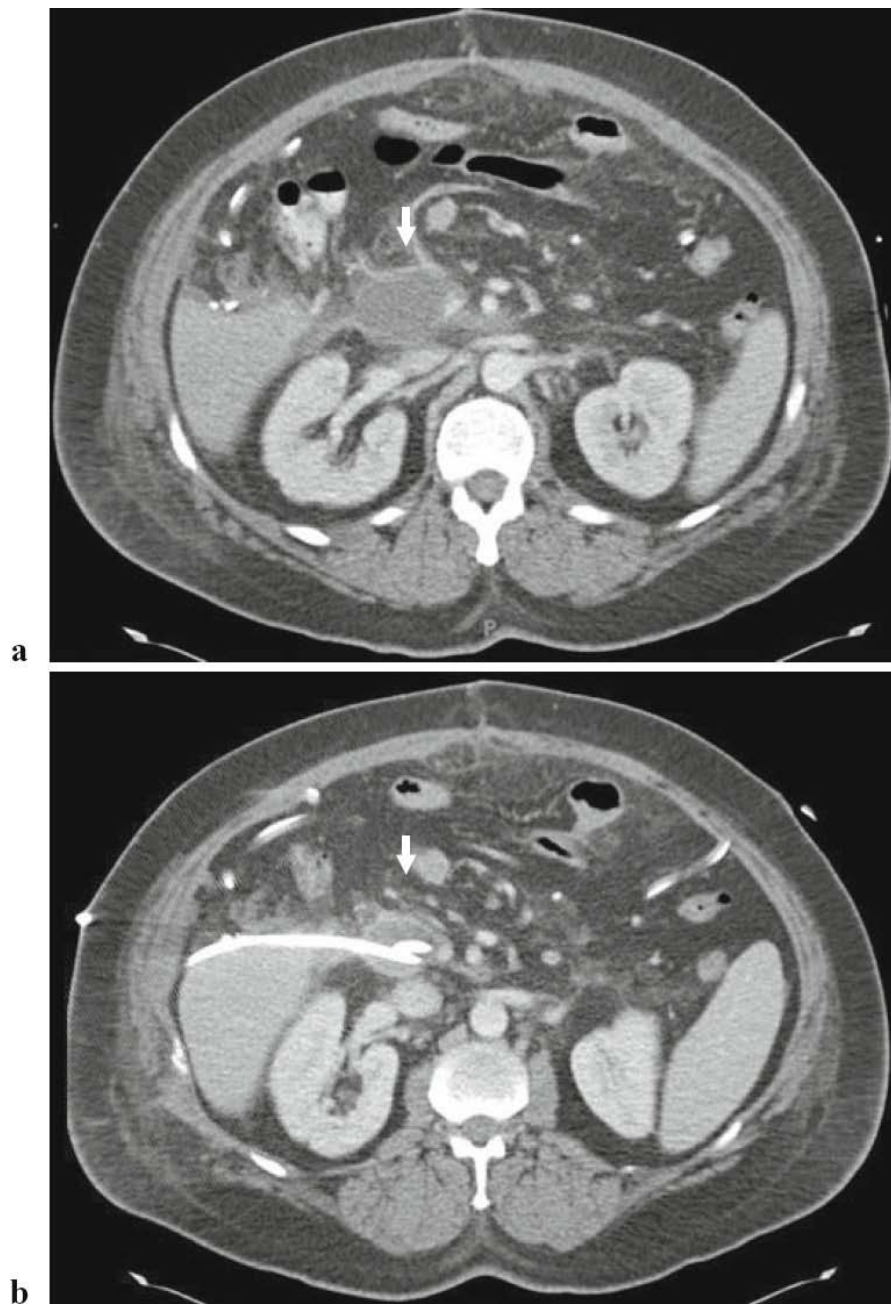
TDM en coupe axiale d'un abcès intra-abdominal. a) abcès intra-abdominal du lit du pancréas mesurant 5 cm. b) l'abcès après la mise en place d'un drain percutané.²⁰⁰
